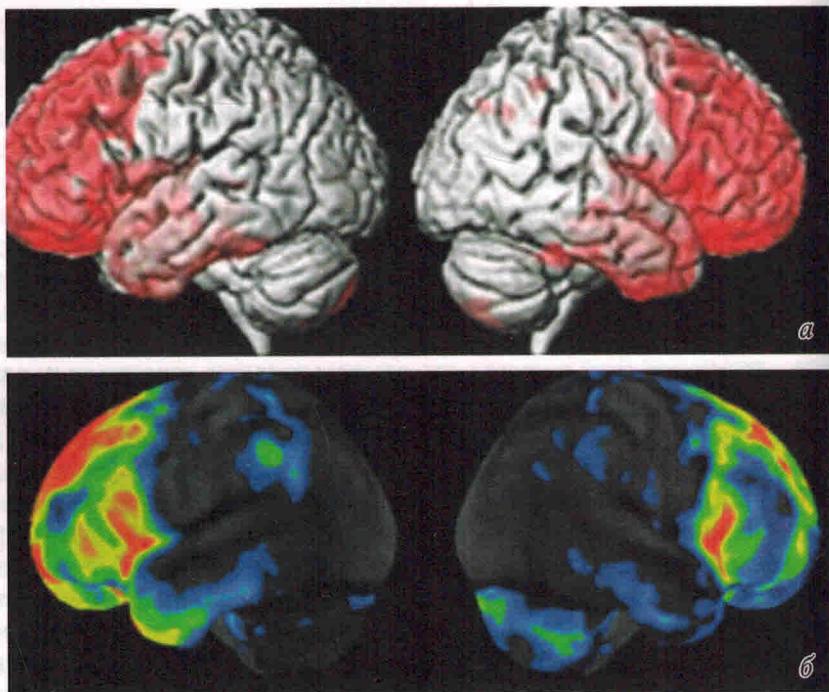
Наличие участков атрофических изменений по данным МР-морфометрии (а) и гипометаболизма (б) по данным ПЭТ с 18F-ФДГ у пациентов с ФТД с поведенческими нарушениями
